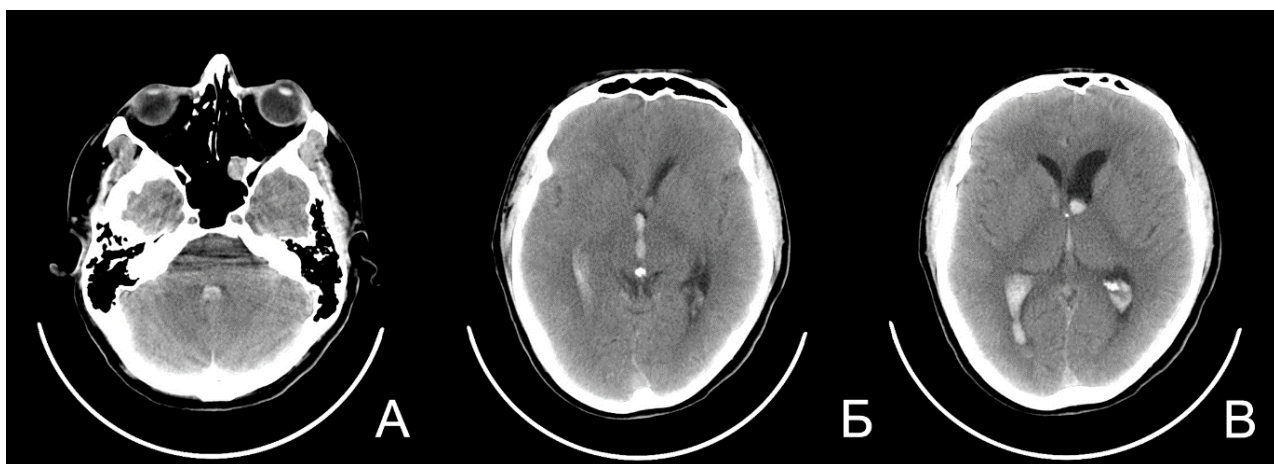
Результаты нативного КТ-исследования головного мозга пациента Ж. На 5 сутки САК из аневризмы супраклиноидного отдела ВСА слева, выполненного при поступлении. Отмечаются признаки ВЖК с распространением в IV желудочек (А), третий желудочек с окклюзией водопровода (Б) и боковые желудочки с окклюзией отверстий Монро (преимущественно левого) с формированием ассиметричной окклюзионной гидроцефалии (В). Признаки диффузного отека головного мозга
